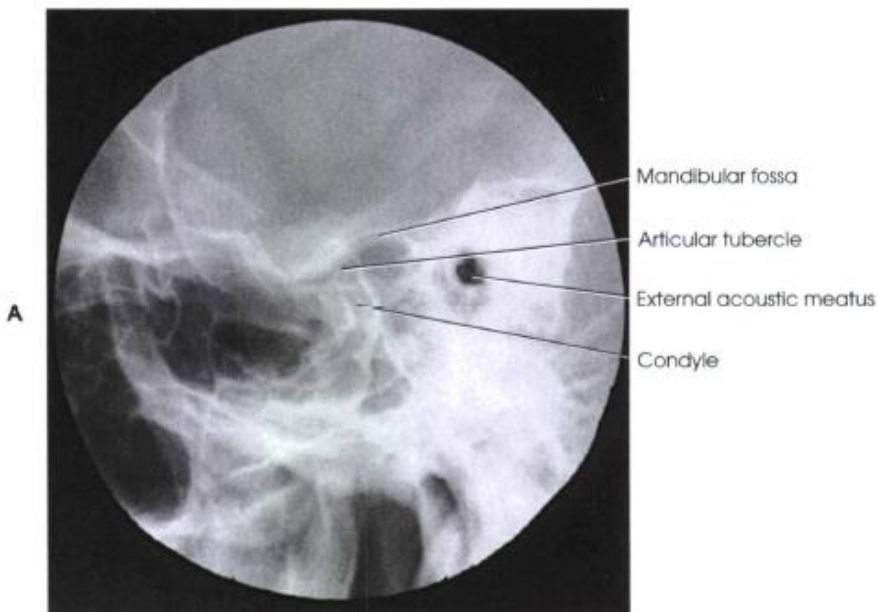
Upright radiography.
